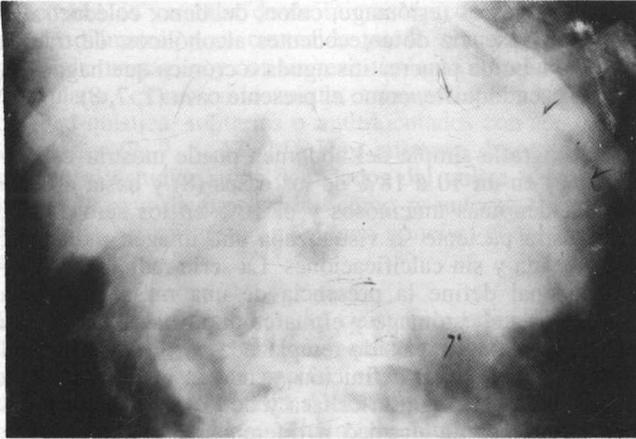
La radiografía simple del abdomen muestra una masa redondeada, radiopaca, que ocupa el hipocondrio izquierdo y el epigastrio.
